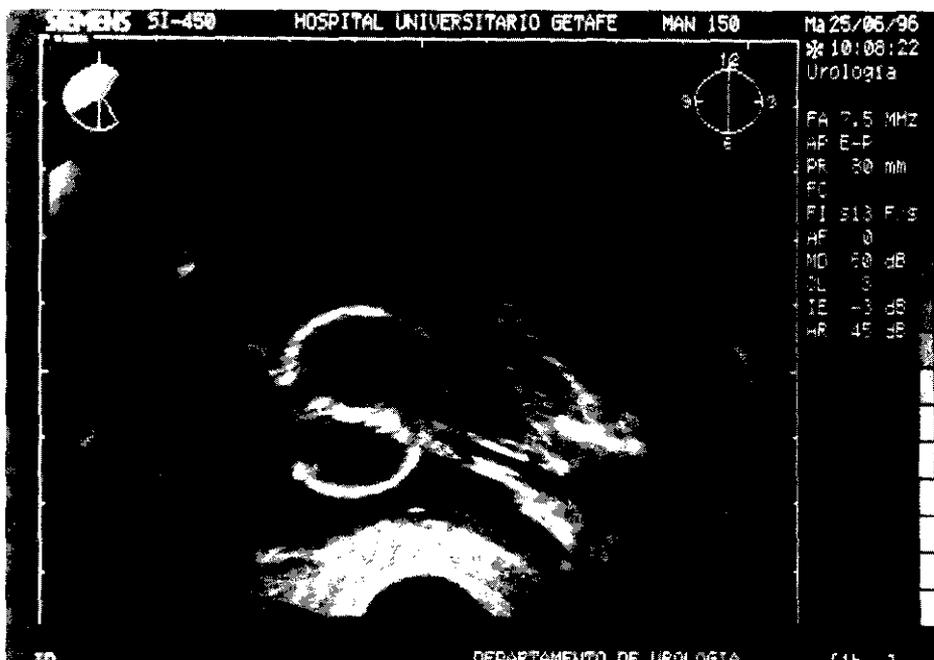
Ecografía transrectal de incontinencia. Sección longitudinal. Cuando se ha corregido de forma eficaz el soporte pélvico es característica la observación de un «embudo» que envuelve al cuello vesical.
